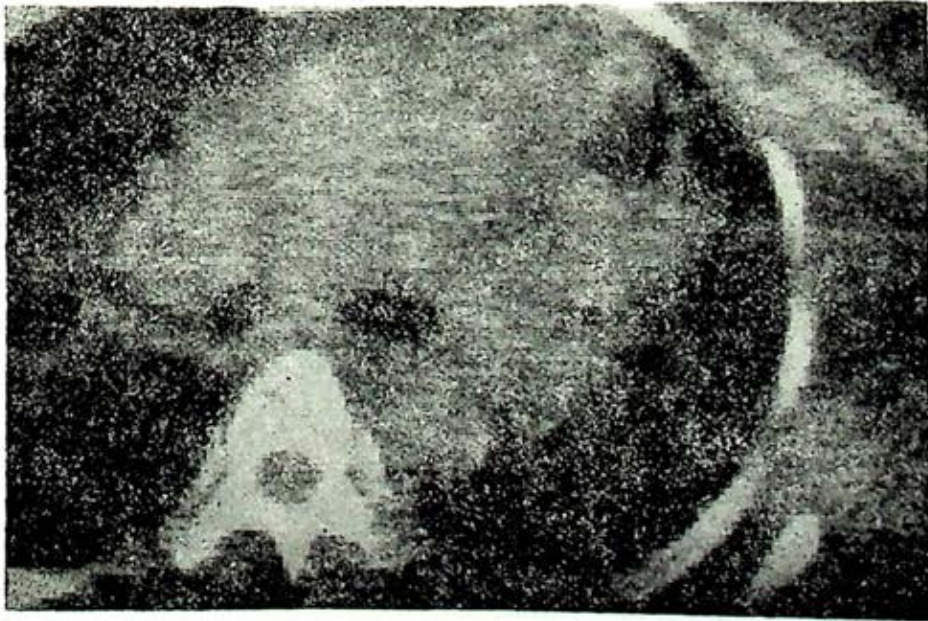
Tomografía computada por debajo de la carina. Véase texto.
